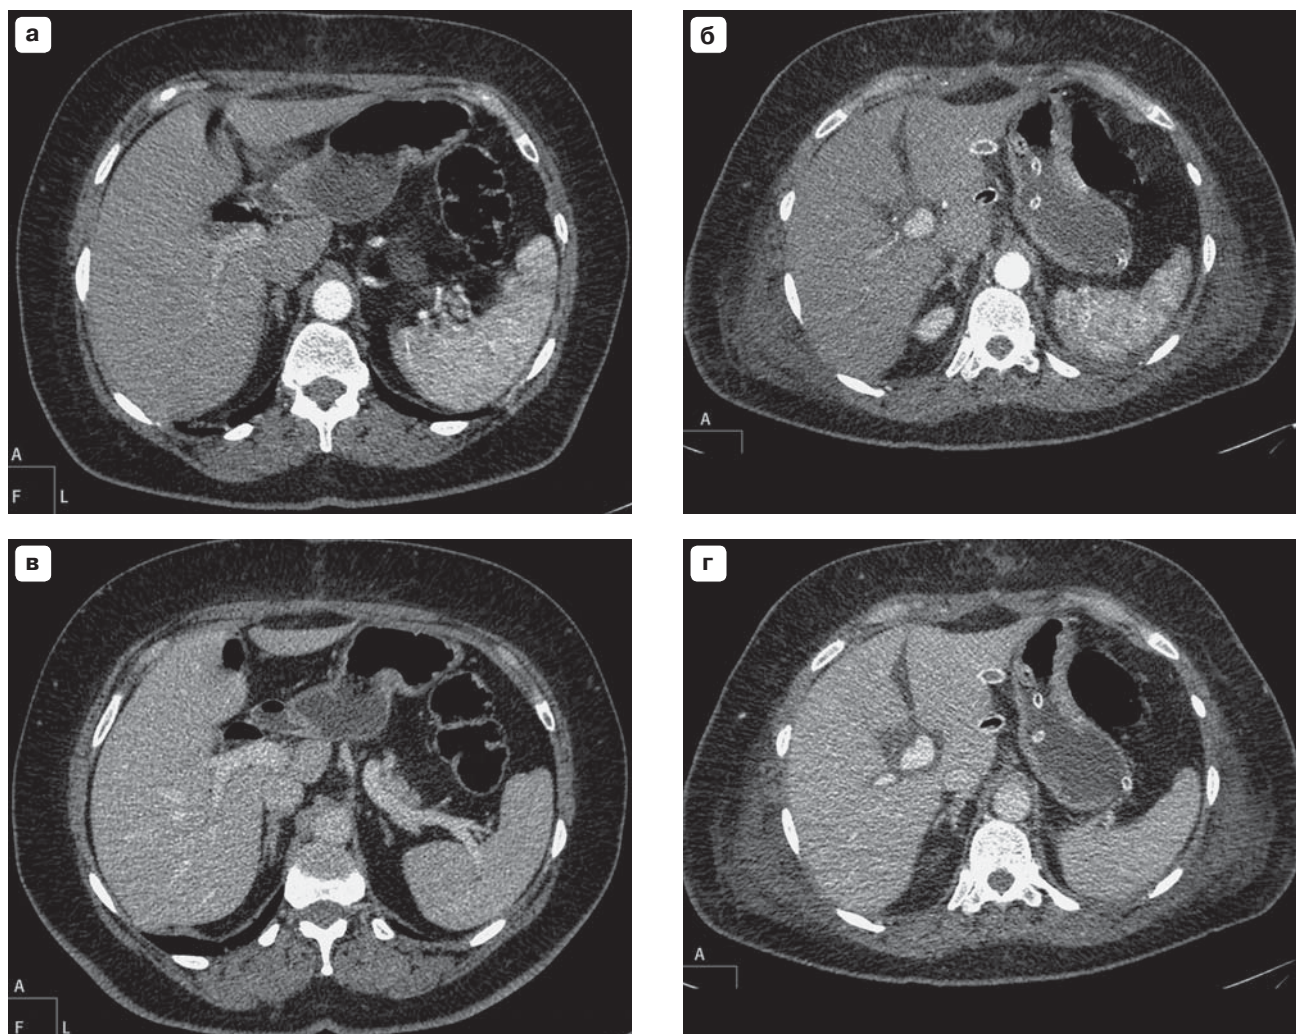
11.1. Сравнение протоколов МСКТ при одинаковых скоростях инъекции контрастного вещества, их доз, одинаковом объеме солевых растворов, но разных типах контрастного вещества, объемах контрастного вещества и задержках сканирования.
